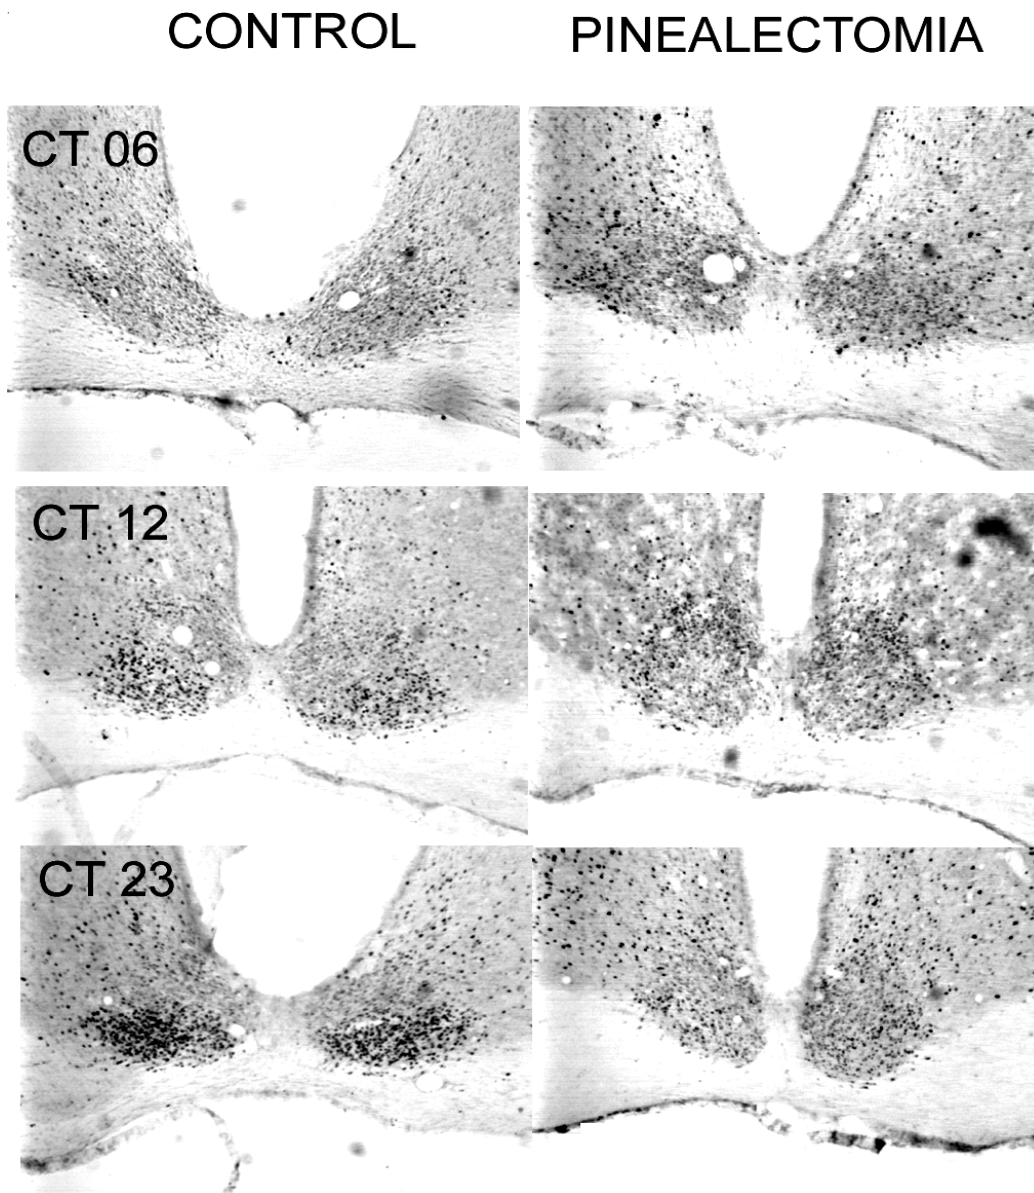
Cortes coronales del NSQ muestran células inmunorreactivas a *c-Fos* en sujetos control y pinealectomizados, que han sido expuestos a pulsos de luz en CT 06, CT12 y CT 23. Se puede observar una clara fotoinducción de *c-Fos* en el NSQ en CT12 y CT23, con respecto a los valores observados en CT 06 que son similares al de sujetos que no recibieron pulsos de luz. La expresión de *c-Fos* en los sujetos pinealectomizados fue mucho menor a la observada en los controles.
